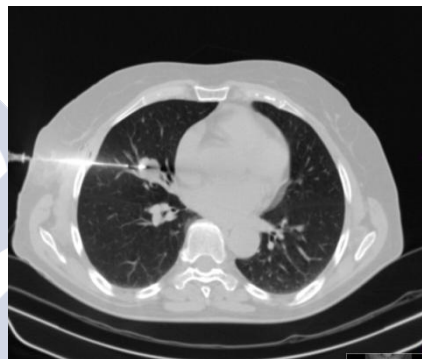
PAAF guiada por TC para estudio de NPS.
